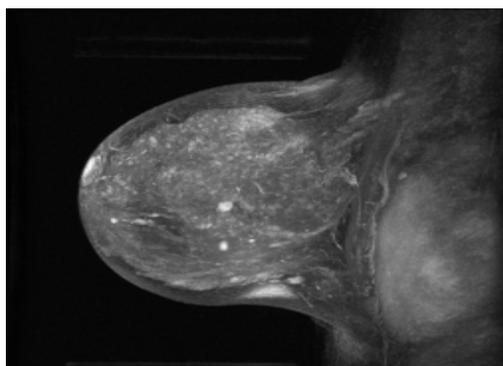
RMN mamar (displazie)
